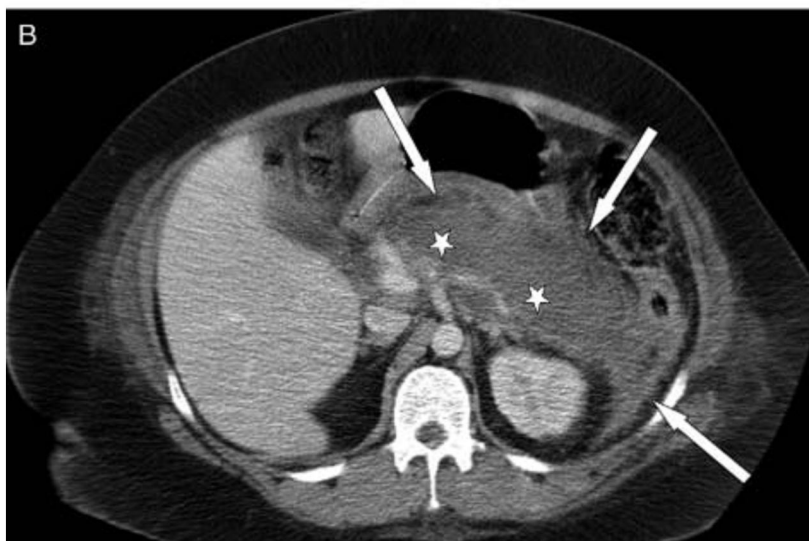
КТ-исследование при остром некротизирующем панкреатите. Имеются массивные очаги некроза в хвосте и теле поджелудочной железы (обозначены звездочками), и жидкостные скопления с гетерогенным содержанием в поджелудочной железе, перипанкреатической клетчатке и в левом переднем параренальном клетчаточном пространстве (обозначены стрелками).
